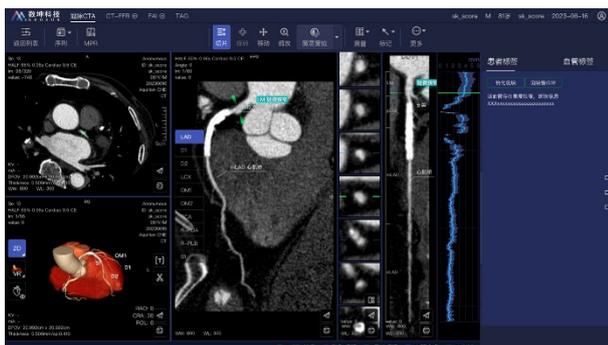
AI 辅助教学平台冠脉 CTA 自动后处理和 AI 辅助诊断界面
